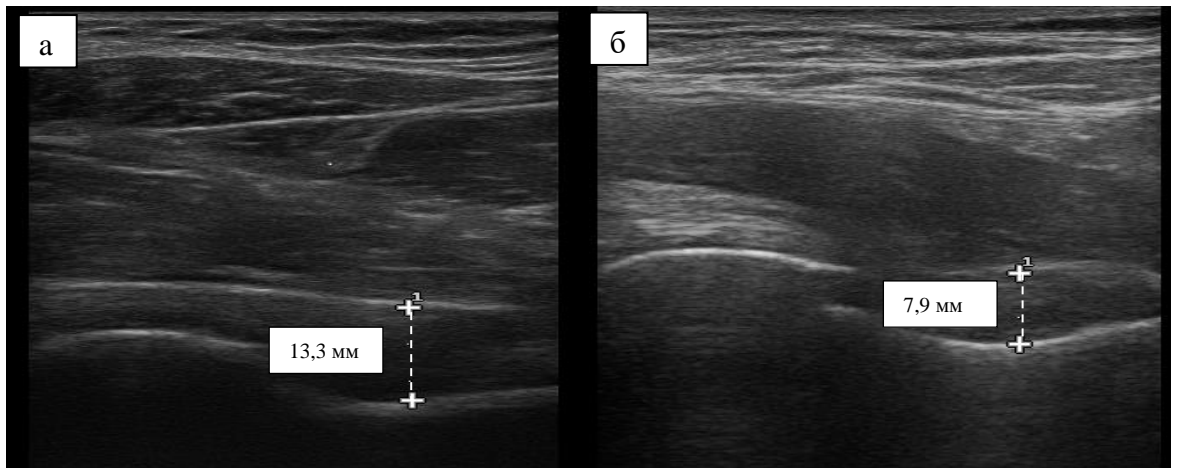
Больная Ш. УЗИ левого ТБС (отмечено шейчно-капсулярное расстояние):
